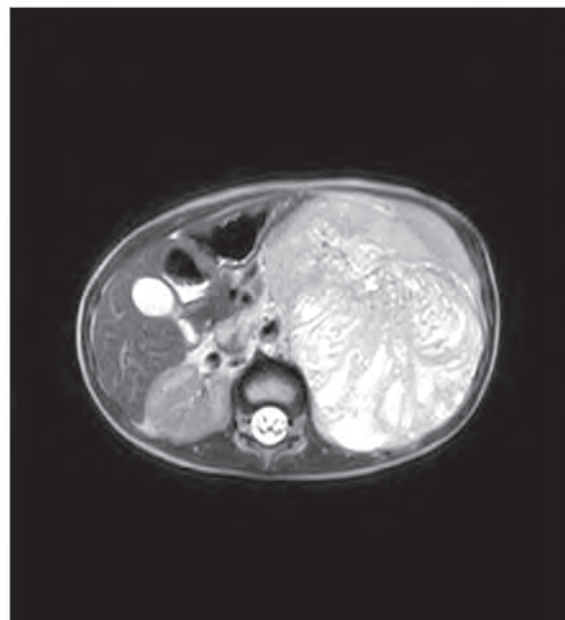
МРТ пациентки № 3, режим T1, выявлена нефробластома
